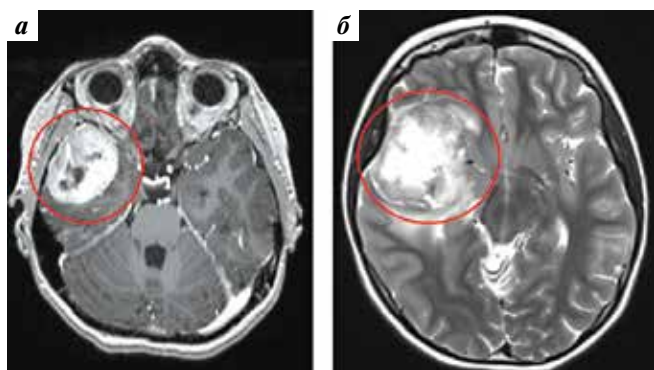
Магнитно-резонансная томография пациентки, 12 лет, с диагнозом «эстезионеуробластома слева». Метастаз (с зоной некроза в центральных отделах) эстезионеуробластомы в правую лобно-височную область и островковую долю размерами $5,4 \times 4,7 \times 4,9$ см: а – в аксиальной проекции в T1-режиме; б – в аксиальной проекции в T2-режиме
